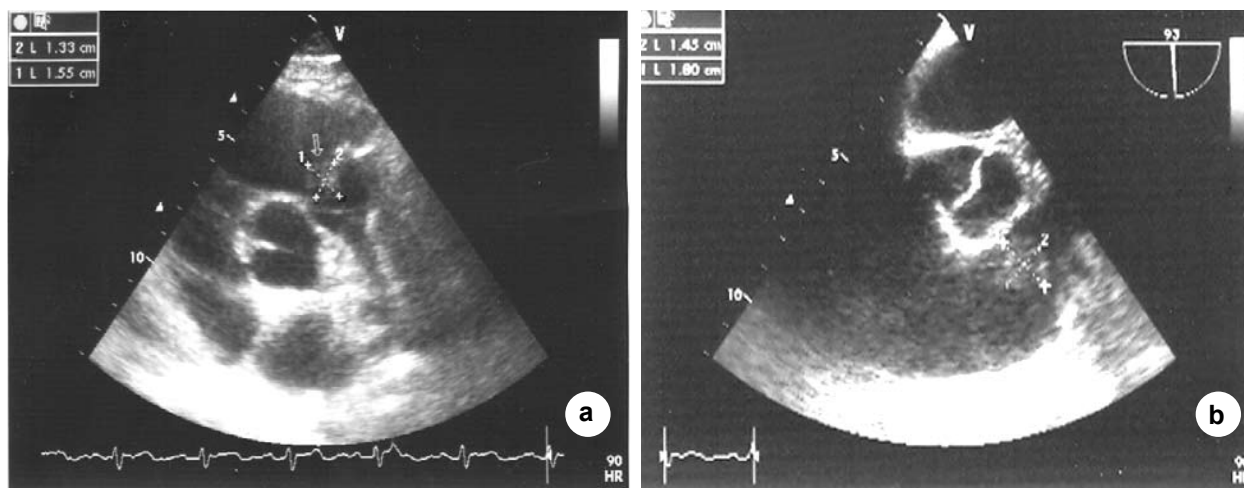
Ecocardiograma transtorácico (A) y transesofágico (B): plano longitudinal del tracto de salida del ventrículo derecho, se observa imagen correspondiente a una vegetación, de pedículo estrecho de 1,5 cm x 1,3 cm de diámetro, adherida a la válvula pulmonar.
